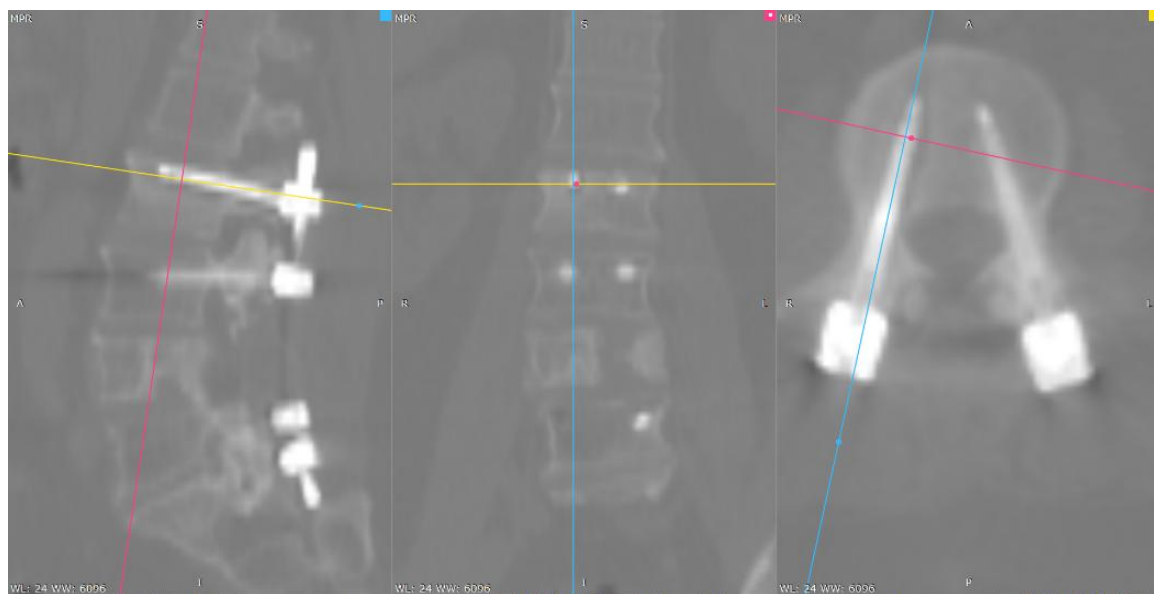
КТ пациента М. 54 лет с метастатическим поражением (рак почки) L4 позвонка; остеолиз вокруг винта L2 справа
